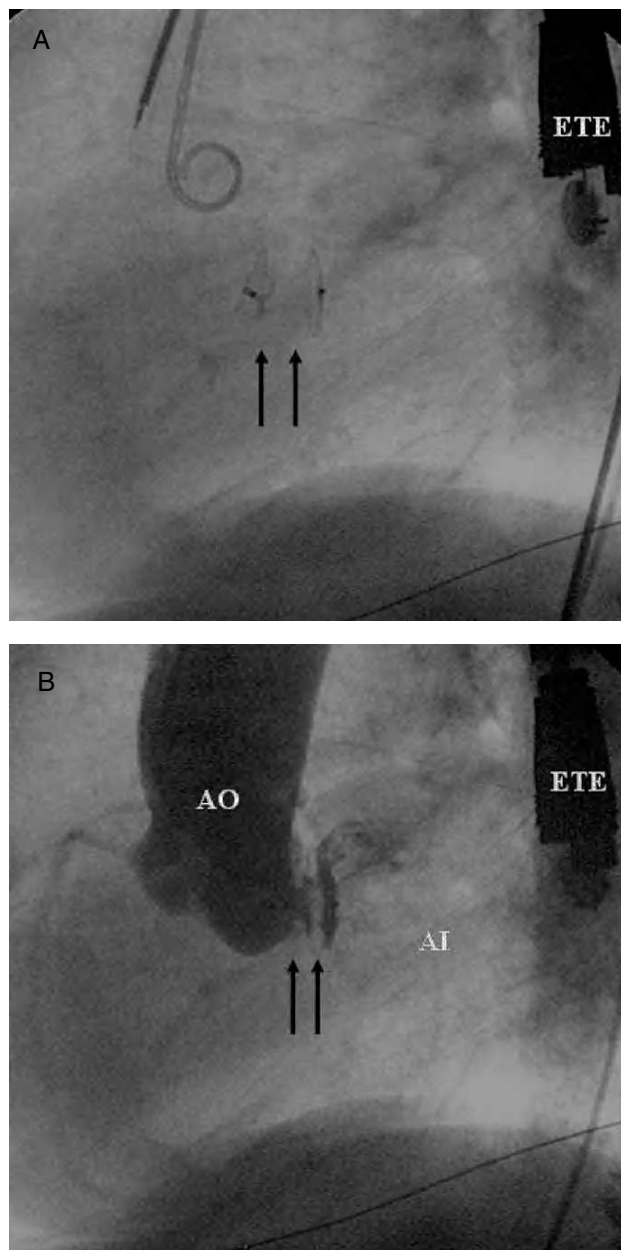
A: dispositivo de Amplatzer (flechas) en la fístula con control fluoroscópico. B: aortografía tras el implante del dispositivo de Amplatzer en la fístula con mínima fuga residual. AI: aurícula izquierda; AO: aorta. ETE: sonda de ecocardiografía transesofágica.
